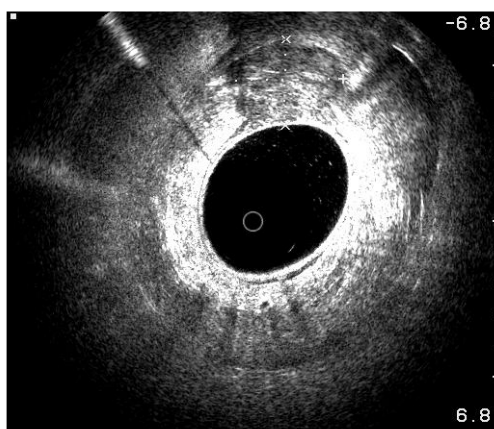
Immagine ecografica di una lesione con estensione extraparietale (uT4).
